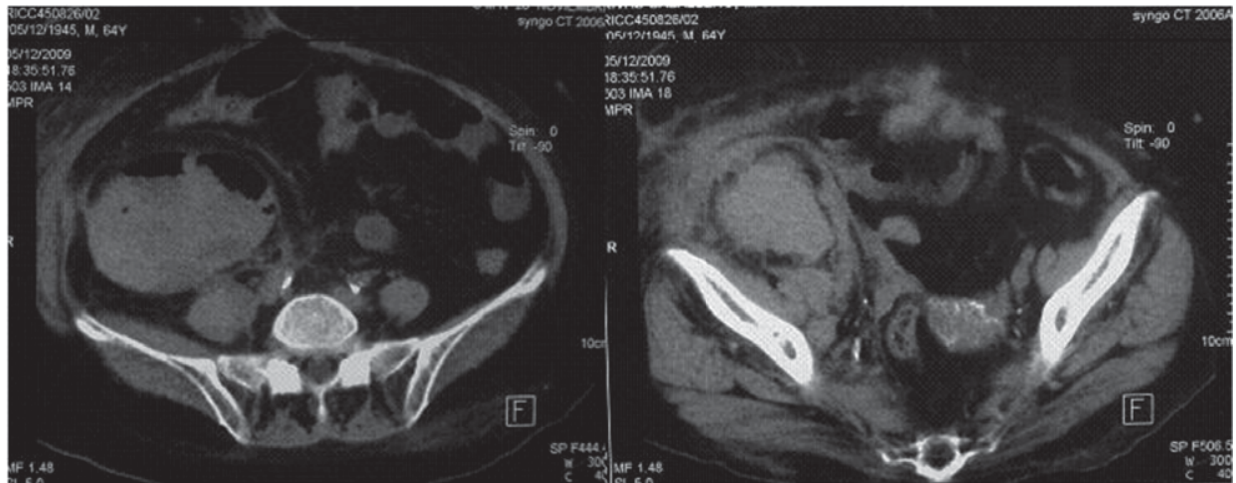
Tomografía computarizada, con cortes a nivel de fosa ilíaca derecha. Se observa imagen irregular, heterogénea con presencia de gas en su interior en el sitio del injerto renal. No es posible delimitar la unidad renal.
